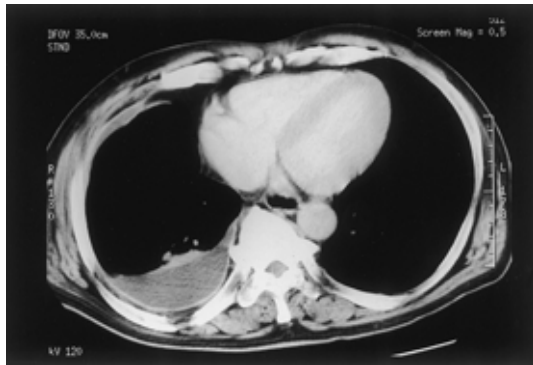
Chest CT scan showing right-sided pleural effusion and peripheral atelectasis.
